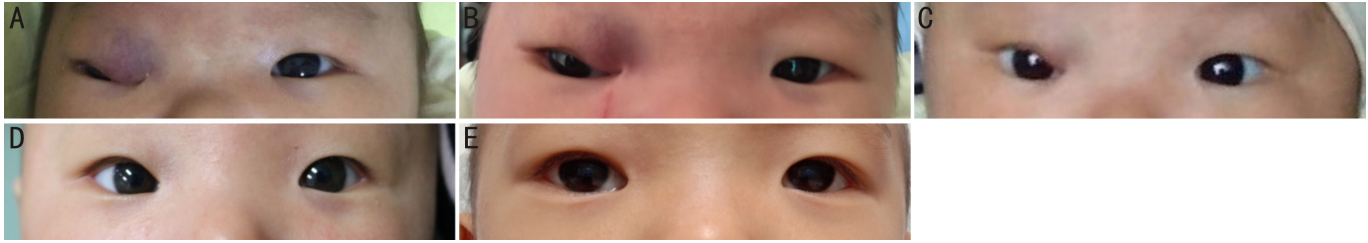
患儿口服普萘洛尔治疗前后眼部照片 患儿,男,1月龄,因右眼上睑肿胀青紫1mo就诊。治疗前眼眶MRI提示右眼眶血管瘤,大小约2.5cm×2.0cm×1.3cm,右眼球及眼外肌受压外移。给予普萘洛尔2mg/(kg·d),分2次口服治疗,定期随访复查,治疗2mo复查眼眶MRI明显缩小,大小约1.8cm×1.7cm×1.3cm,眼球及眼外肌受压较前明显改善。治疗7mo复查眼眶MRI血管瘤体消退,将普萘洛尔逐渐减量至停药。治疗后26mo随访时血管瘤无复发。A:治疗前;B:治疗后5d;C:治疗后1mo;D:治疗后2mo;E:治疗后26mo。
